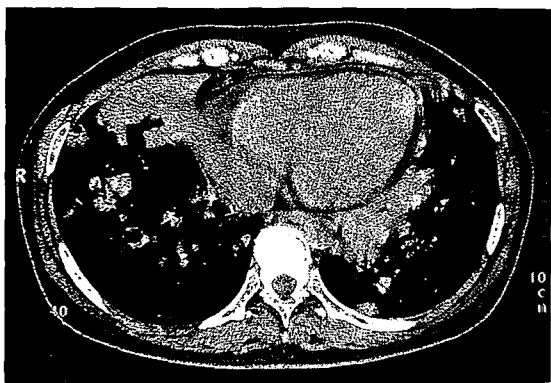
Chest CT scan: Bilaterally multiple ill-defined mass and patchy consolidation are seen.
